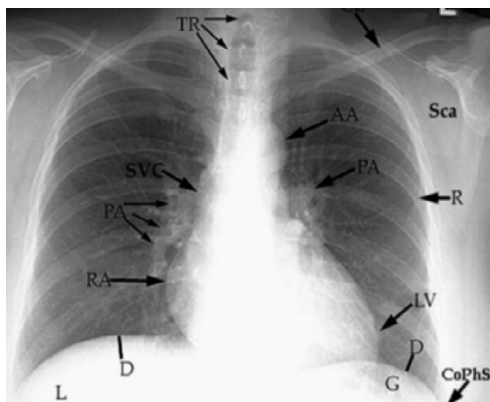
Radiografía de tórax con anatomía normal del tórax.
